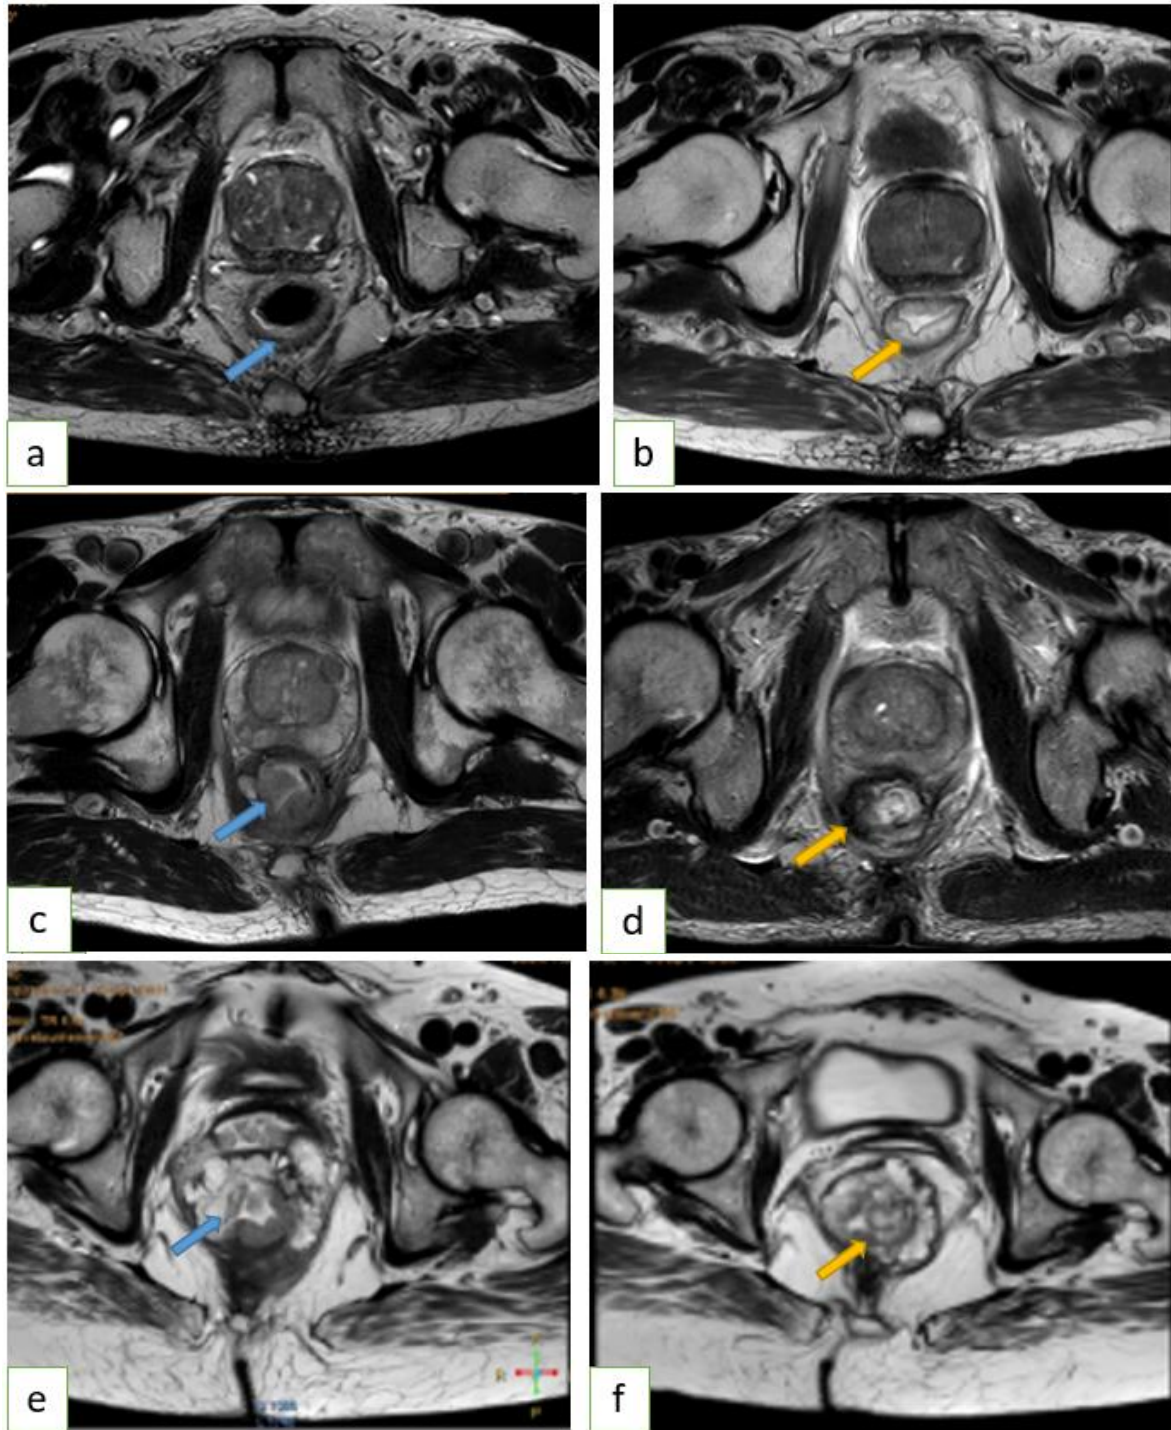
Images en coupe coronale d'une IRM pelvienne pondérée en T2, objectivant une tumeur du bas rectum infiltrant l'appareil sphinctérien avec MRL positive avant traitement néoadjuvant (a), avec une réponse complète avec CRL négative après RCC (b).
